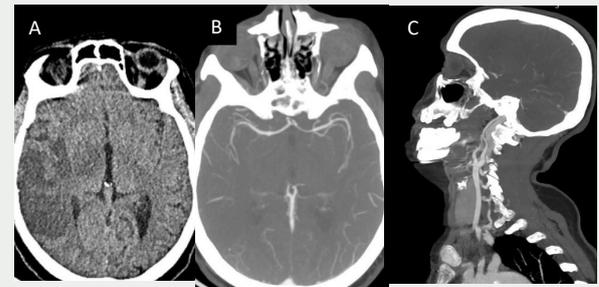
TDM cérébrale (C-) avec angiocanner du polygone de Willis et tronc supra-aortiques (images A, B, C) montrant un AVC ischémique sylvien total droit, avec une opacification incomplète de la portion M2 de l'artère cérébrale moyenne droite, tandis que les tronc supra-aortiques demeurent perméables.
